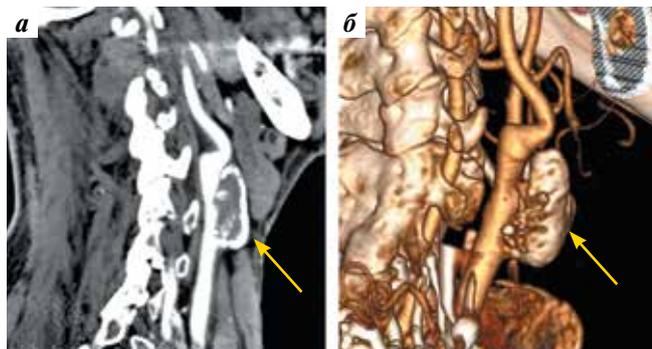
Компьютерно-томографическая ангиография брахиоцефальных артерий от 01.07.2022: а – МIP-реконструкция; б – 3D-реконструкция. Правая общая сонная артерия имеет правильный ход, в дистальных ее отделах по переднему контуру, распространяясь на луковицу правой внутренней сонной артерии, выявляется образование овоидной формы, неоднородной структуры за счет кальцинатов, расположенных преимущественно по периферии, – тромбированная аневризма (стрелки)
